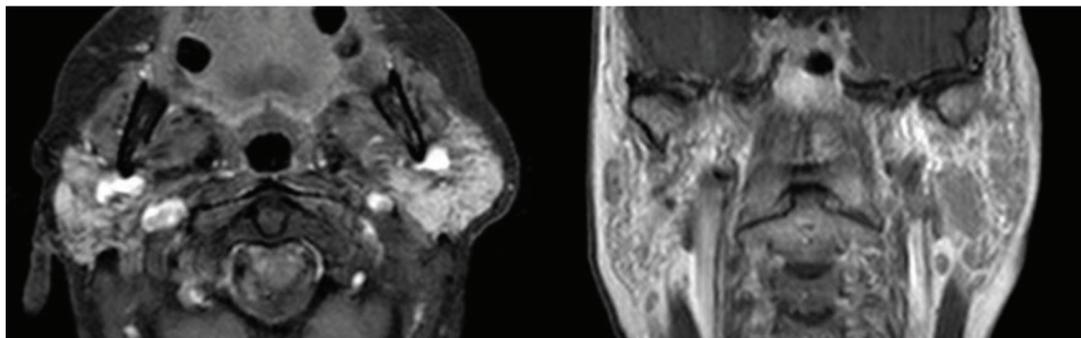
RM en T1 de glándulas parotídeas, planos axial (izquierda) y coronal (derecha).
